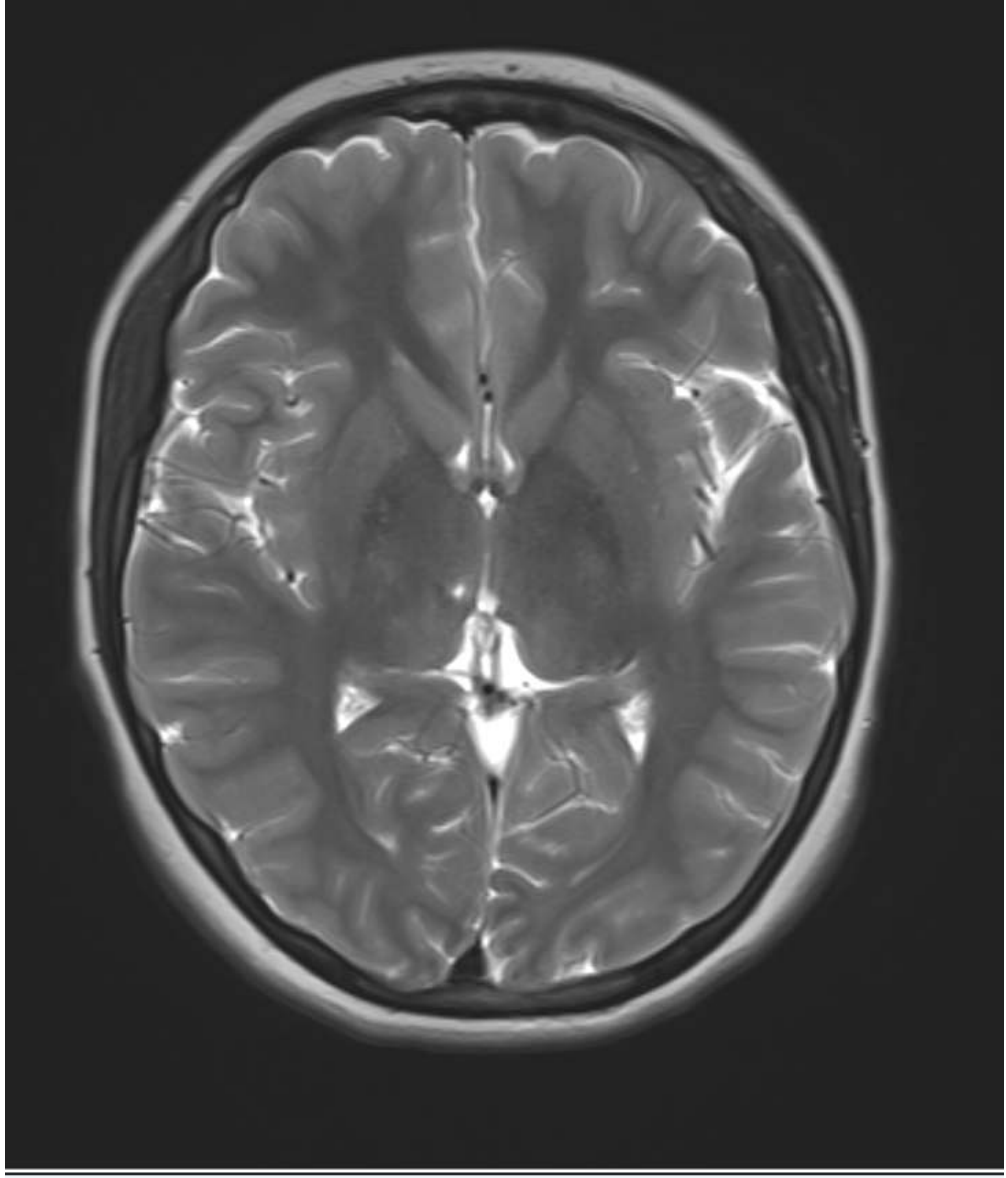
Transvers FLAIR görüntülerde periventriküler alanlarda ve derin beyaz cevherde vaskülit düşündüren intensite artışları (beyaz cevher lezyonu).
